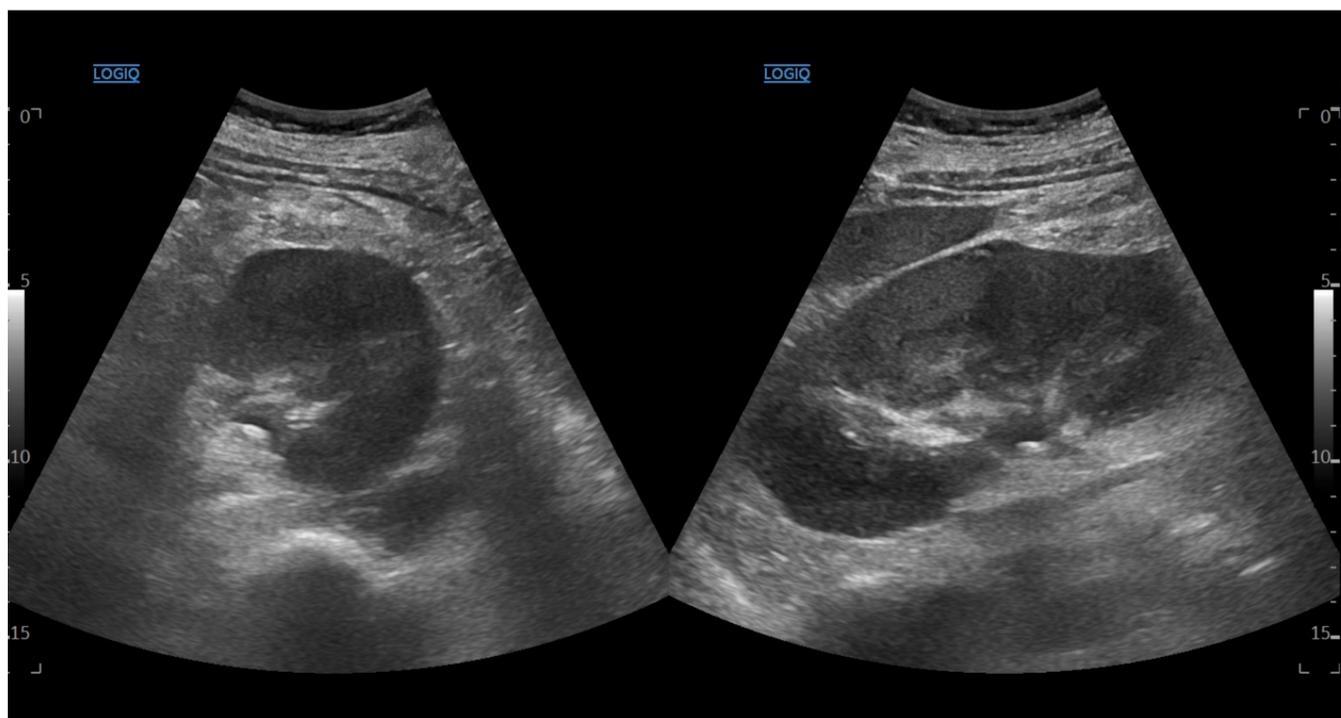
paciente de 37 años que acude a urgencias por dolor cólico renoureteral izquierdo. Observándose en la ecografía un aumento de volumen renal izquierdo con pérdida de la diferencia cortico-medular con pequeña lámina de líquido perirrenal.
